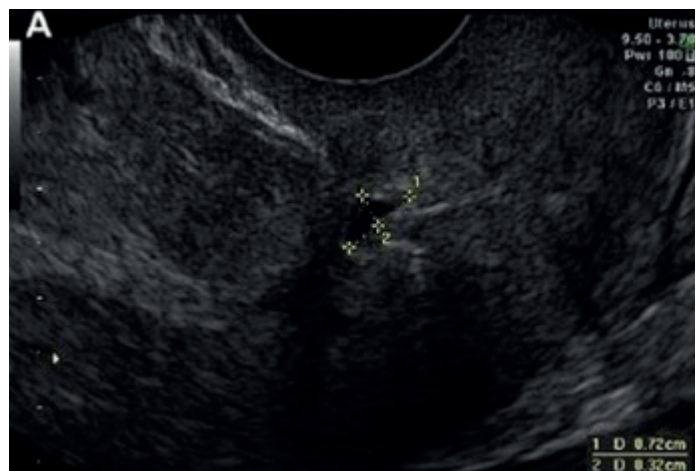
misurazione ecografica della tasca in una scansione sagittale dell'utero (TV-US)
